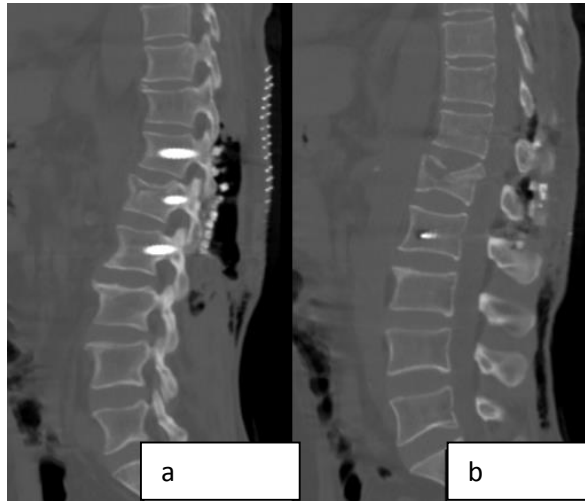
a. Preop MR sagittal kesitte kolon kırıkları, b. Postop BT sagittal kesitte stabilizasyon ve kırığa vida, c. Postop BT aksiyal kesitte kırık vertebranın sağlam bölgesine uygulanan transpediküler vidalar
